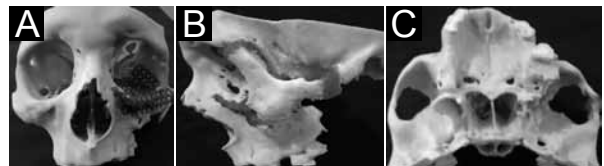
Tomografia pós-operatória (reconstrução em 3D). A: Nota-se reconstrução do assoalho orbitário e pilar fronto-zigomático. B: Perfil demonstrando avanço na região do arco zigomático.
